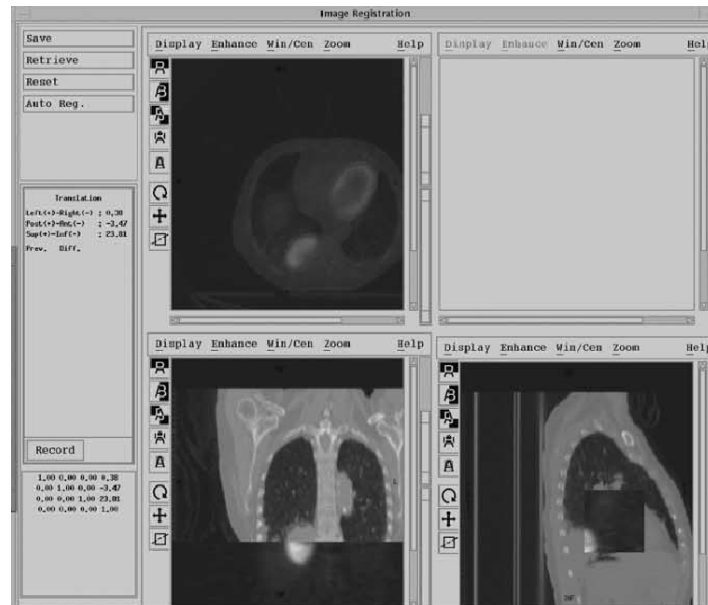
Aplicación de visualización PET-CT [5]
